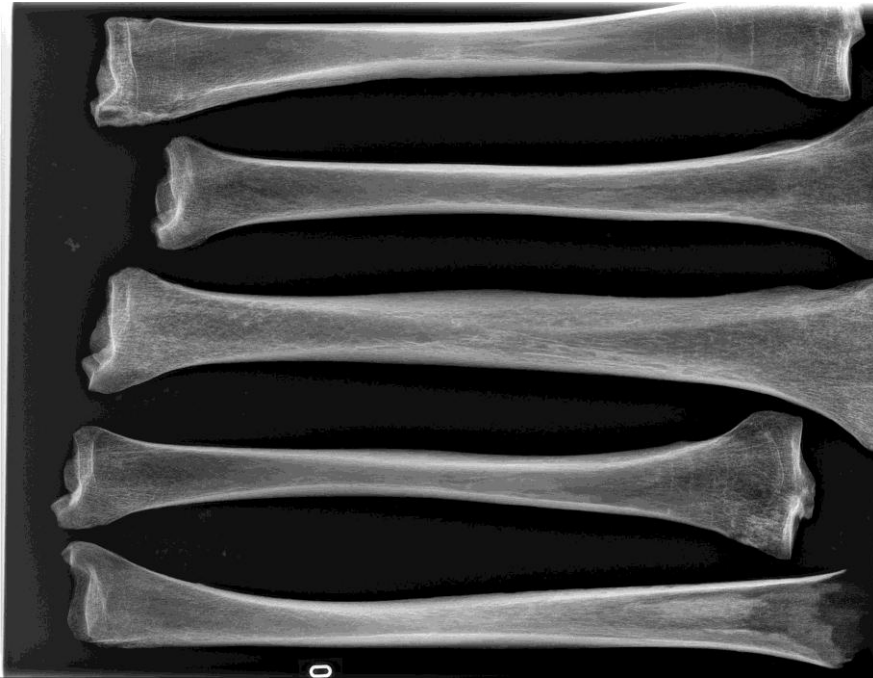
Darstellung eines Röntgenbildes ohne (oben) und mit (unten) Harris Lines – Markierung.
